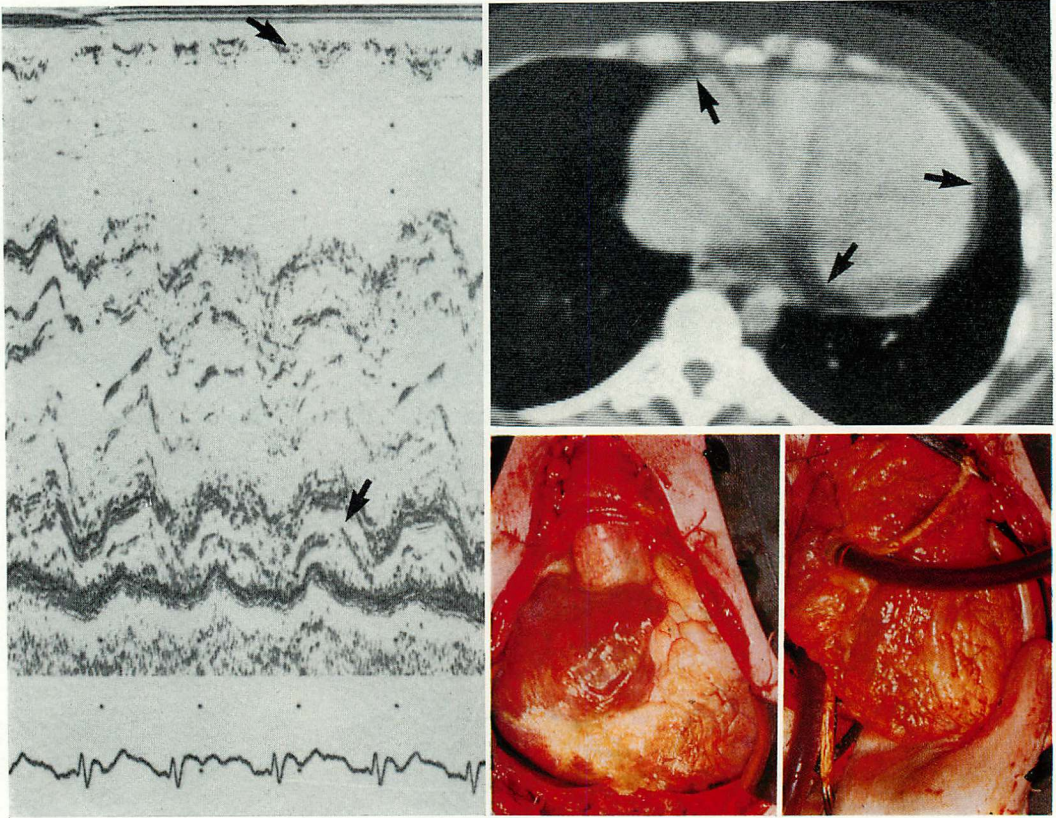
Echocardiograms and computed tomograms in Case 1 (a 71-year-old female with ischemic heart disease).
